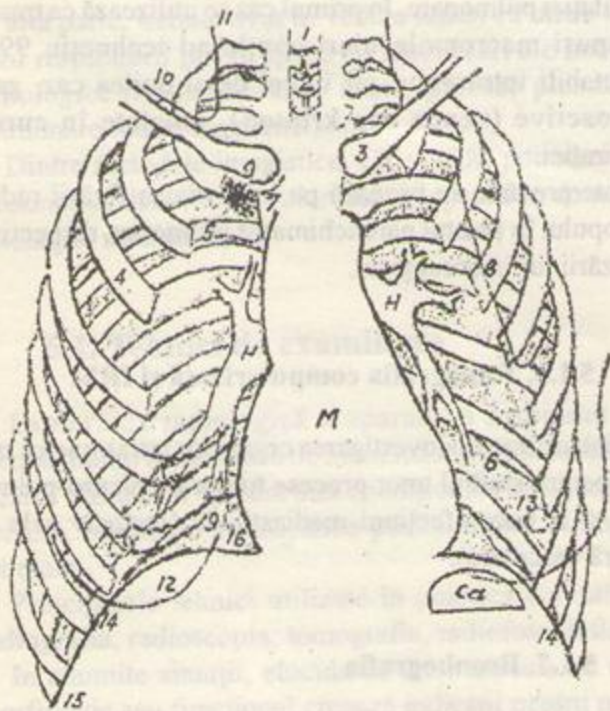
Formațiunile conținătorului toracic vizibile pe radiografia de față 1.traheea; 2.vertebre toracale; 3.clavicule; 4.arcuri costale anterioare; arcuri costale posterioare; 6.șanțuri costale; 7.manubriul sternal; 8.omoplat; 9.calcificări ale cartilajelor costale; 10.imaginea însoțitoare a claviculei; 11.sternocleidomastoidianul; 12.sîni; 13.mamelon; 14.cupole diafragmatice; 15.sinusuri costo-diafragmatice; 16.sinusuri cardio-frenice. M: mediastin; H: hiluri pulmonare; Ca: camera cu aer a stomacului.
